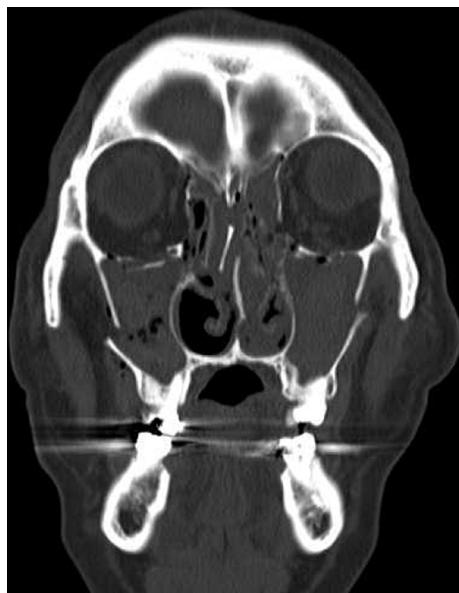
Computed tomographic findings showing multiple maxillo-facial fractures. Multiple fractures in both maxillary sinuses, both medial and inferior orbital walls, and nasal septum are noted.
